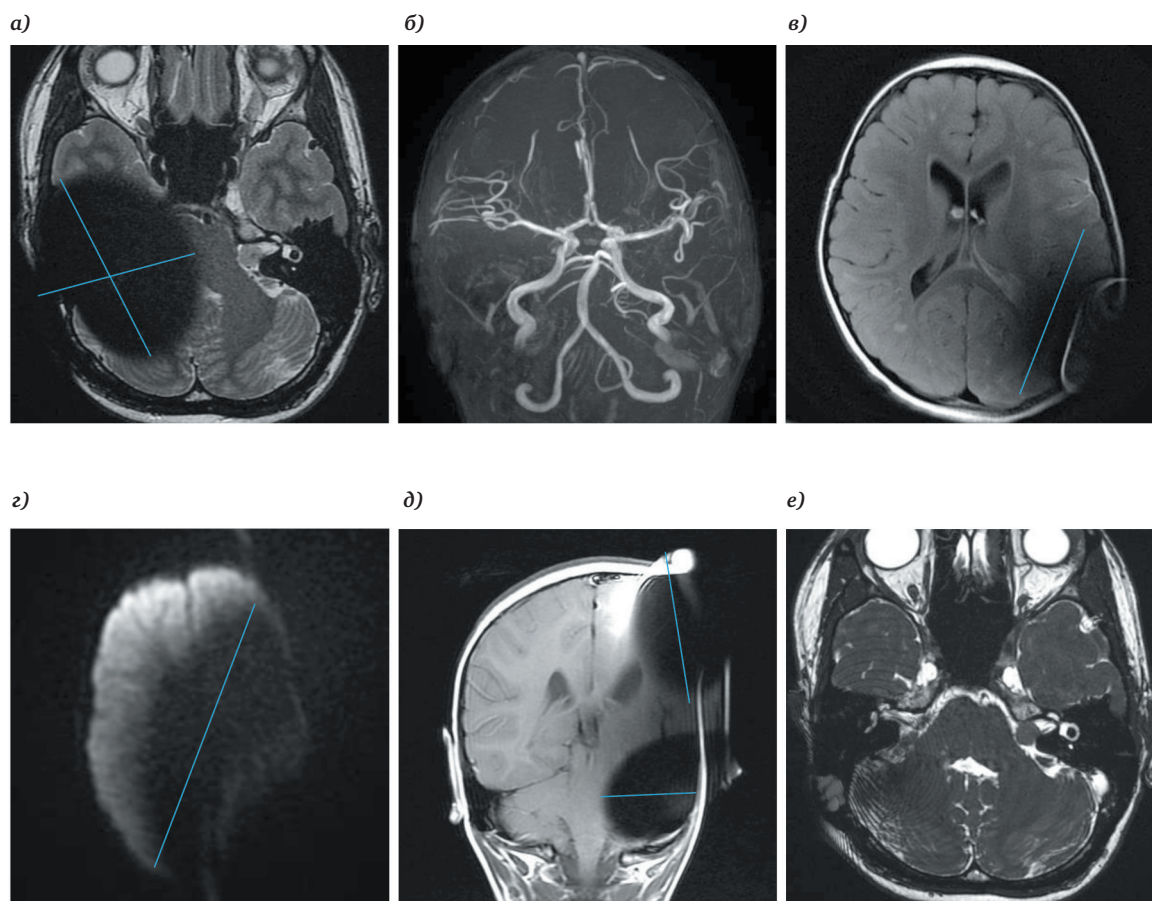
(1,5 T) Последовательность T2 ВИ (а), МР-ангиография (б); последовательность T2 Flair (в); диффузионная последовательность (г); последовательность T1 ВИ (д); 3D FIESTA (е). Синие линии соответствуют самому длинному диаметру по оси
